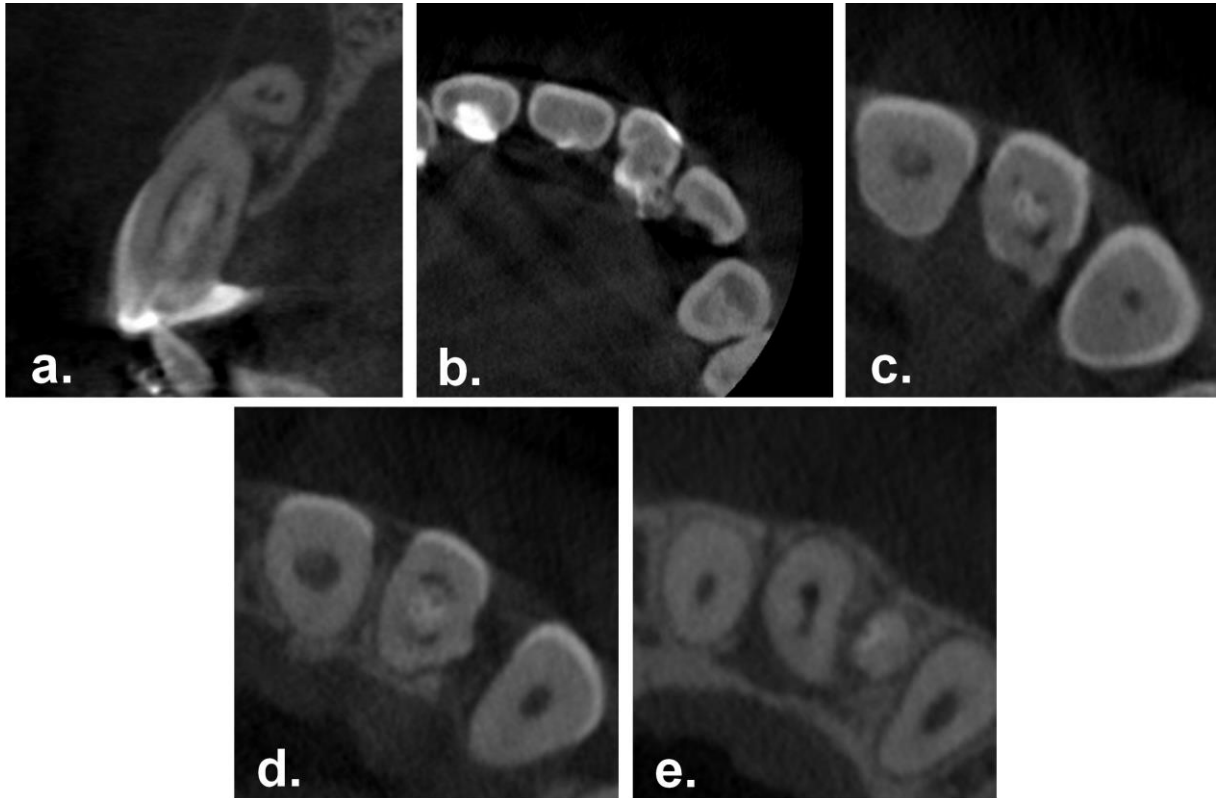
Coupes issues du CBCT. a) Coupe sagittale. b) Coupe coronaire. c) Coupe à la JAC. d) Coupe au tiers coronaire de la racine. e) Coupe au tiers moyen radiculaire.
